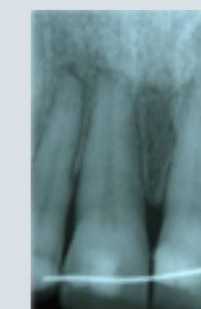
Radiographie de fin de traitement: comblement des défauts angulaires, image de régénération.
